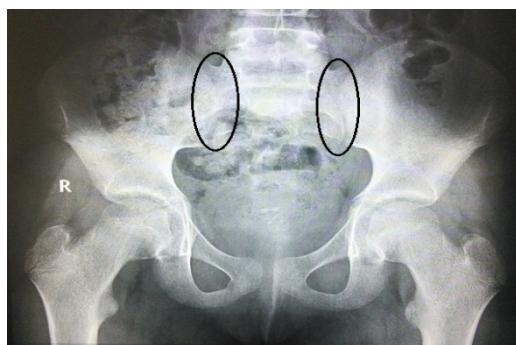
КТ-снимок илеосакрального сочленения пациентки М.
